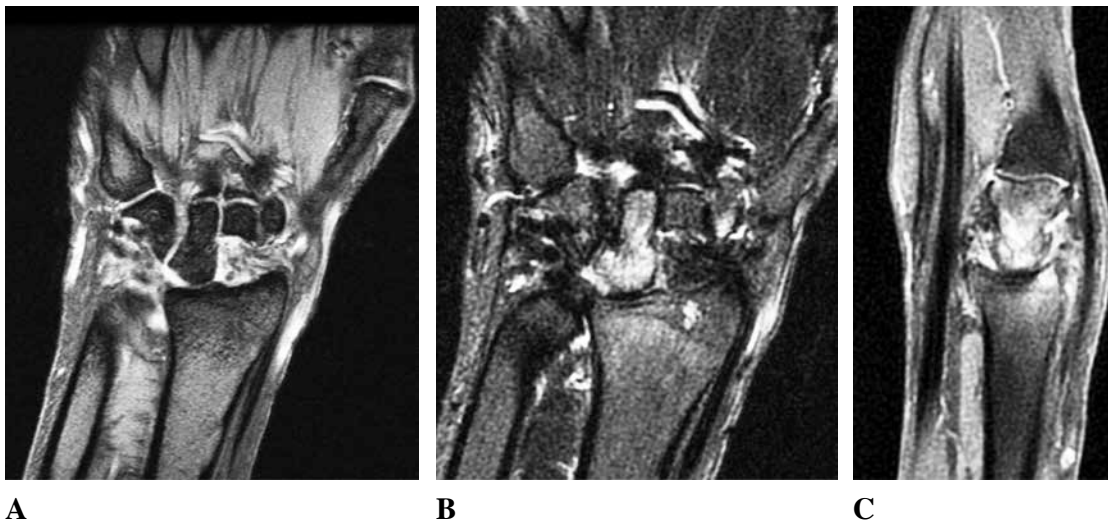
MRI evaluation at 12 months after surgery shows complete integration of graft without bone marrow edema (A) and with complete presence of cartilage surface (B,C).
